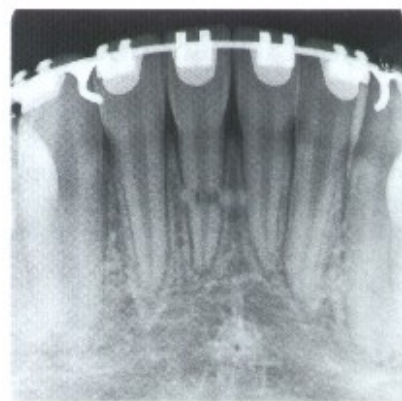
Radiografía intraoral que muestra el paralelismo de las raíces de los incisivos en el caso de la foto adyacente.
